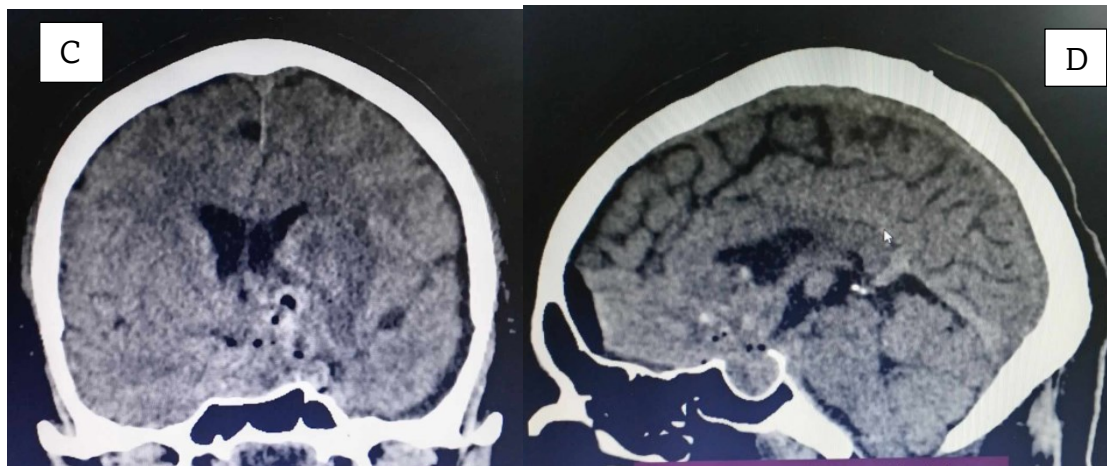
A-B. Resonancia magnética preoperatoria de tumor hipofisario gigante. C-D. Imágenes postoperatorias de tumor hipofisario en el mismo paciente.
